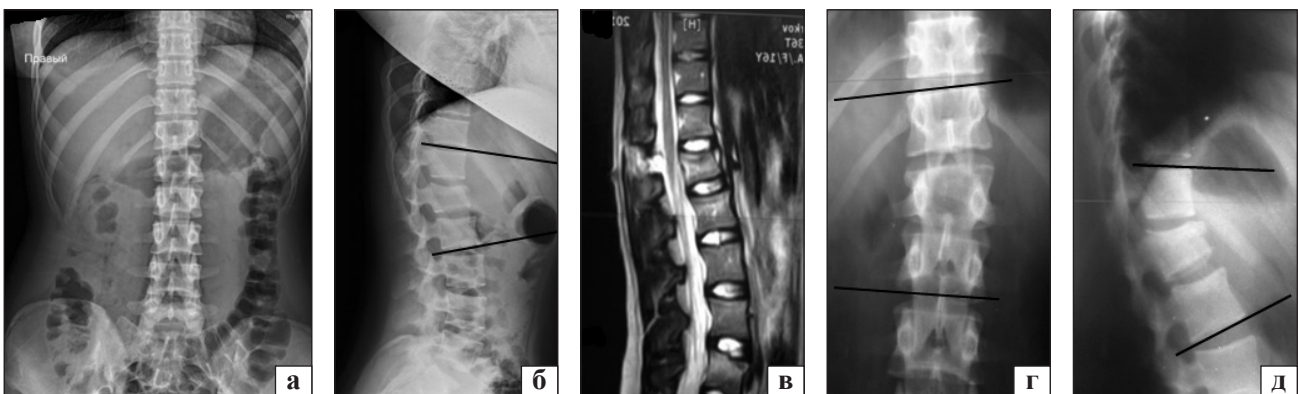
Рентгенограми хворої Я., група А: а, б) величина кіфотичної деформації після травми 10°; в) МРТ-картина ушкодження заднього лігаментозного комплексу; г, д) величина кіфотичної деформації через 3 міс. після травми 16°
